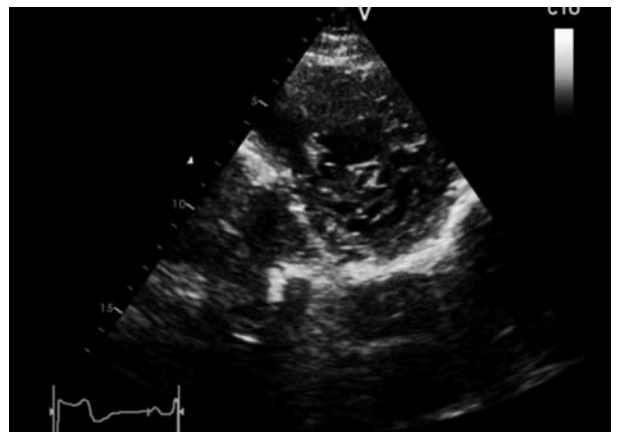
Ecocardiograma, eje corto paraesternal izquierdo. Ventrículo izquierdo: se observan imágenes compatibles con hipertrabeculado.
